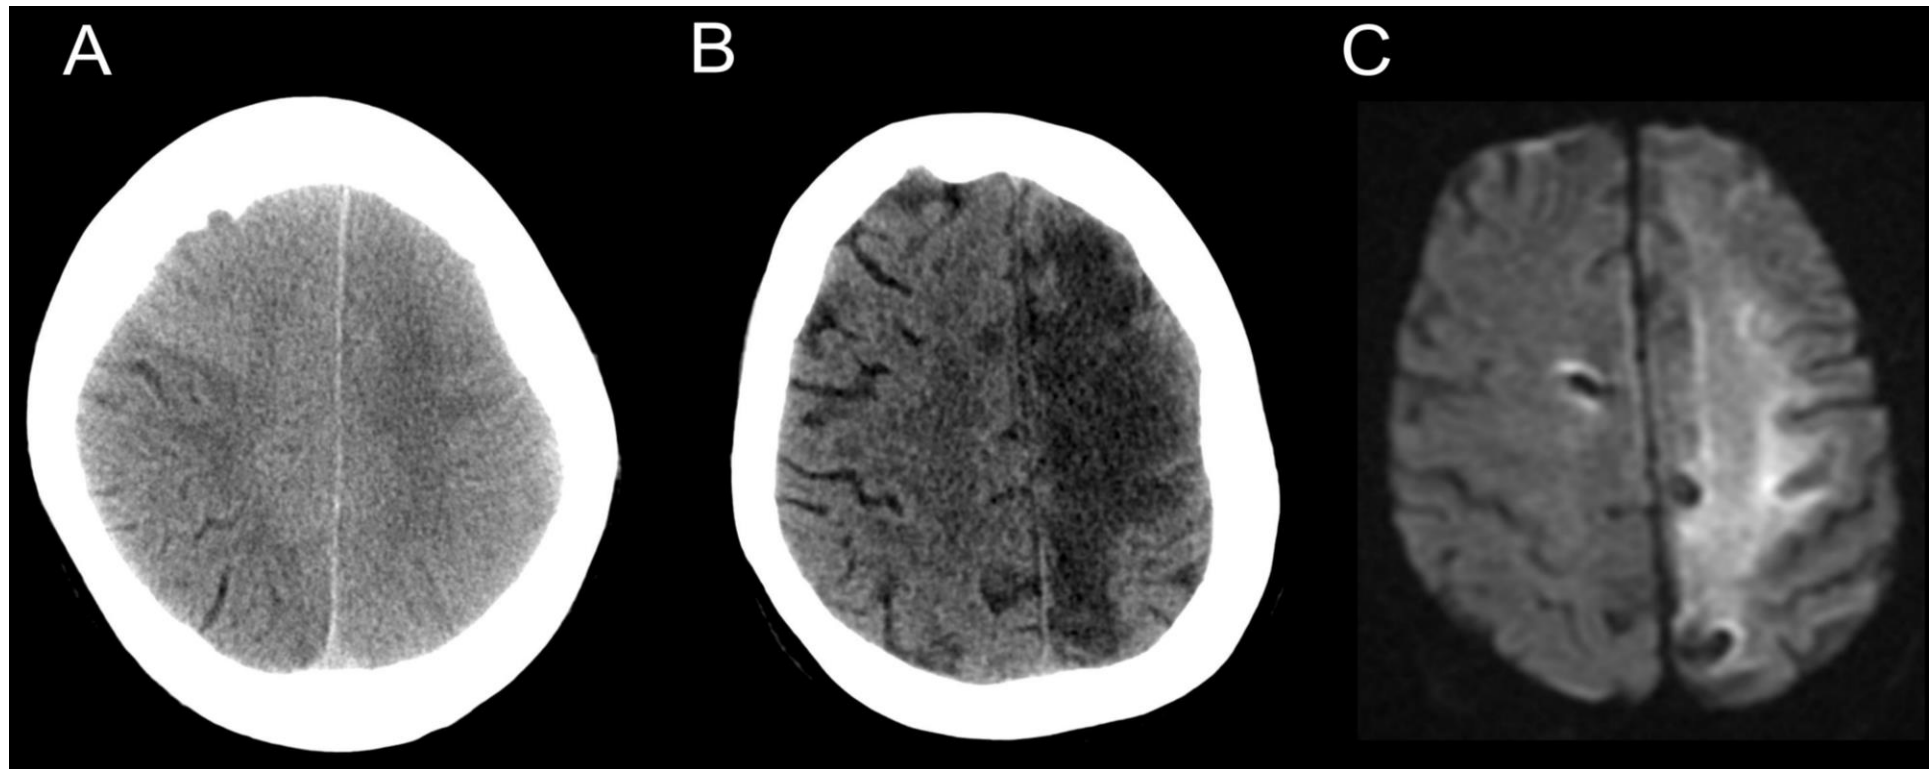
Hemiplejía tras la embolización de aneurisma de la arteria carótida interna izquierda. (A) La TC inicial sin contraste muestra borramiento de surcos en el lóbulo frontal derecho y en la región frontoparietal izquierda. (B) TC de control a los 5 días: el borramiento frontal derecho se ha resuelto (neurotoxicidad inducida por contraste), mientras que la región frontoparietal izquierda permanece hipodensa. (C) DWI confirma isquemia subaguda en la región frontoparietal izquierda.
